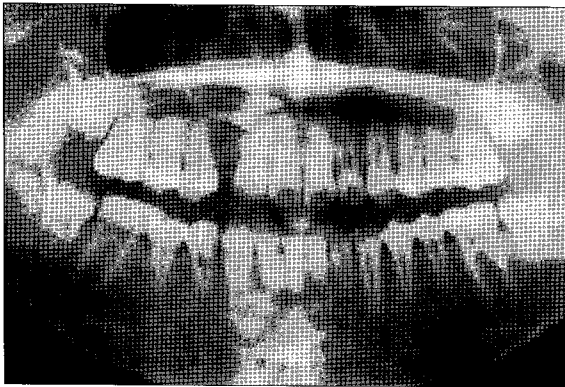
Panoramic radiograph of 1st visit.
